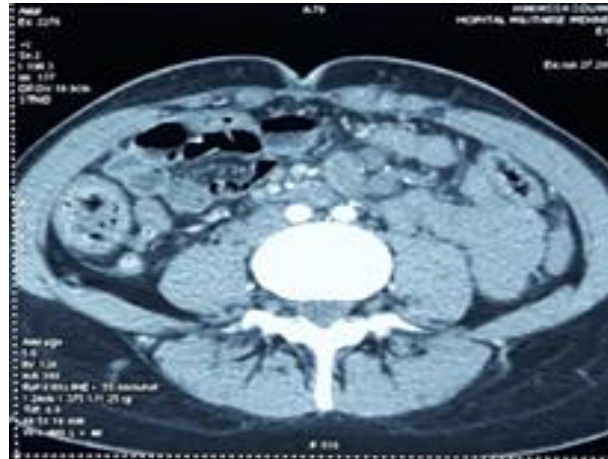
TDM abdomino-pelvienne montrant une collection abcédée intra anses en arrière de la paroi abdominale antérieure avec réaction inflammatoire en regard et présence d'ADP profondes mésentériques et rétroperitonéales surtout inter aortico-caves et latéro aortiques.
